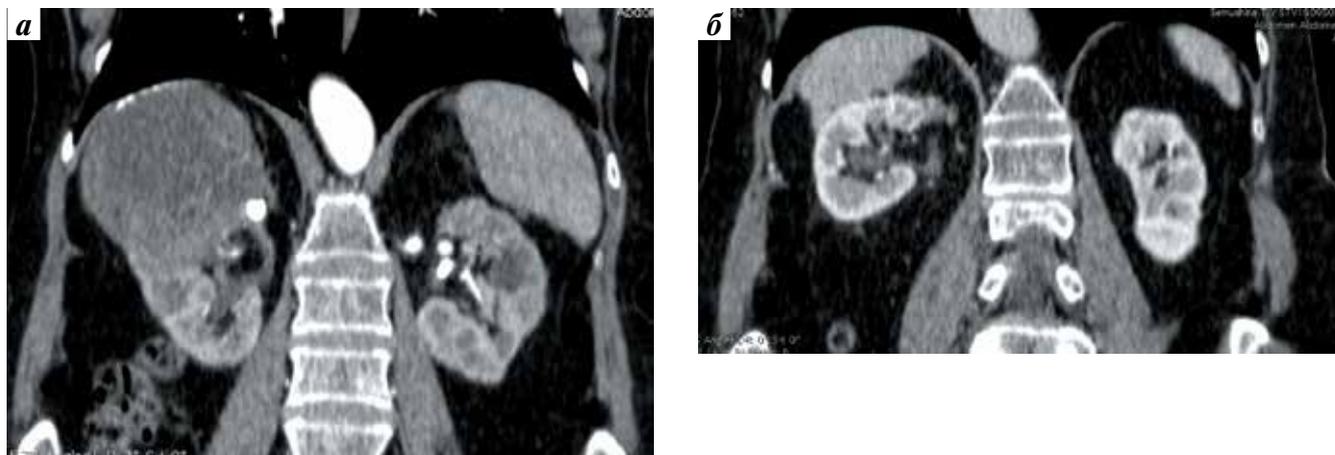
Компьютерная томография больной С., 64 лет: новообразование правой почки, клиническая стадия cT2aN0M0: а – до операции; б – через 3 мес после операции
